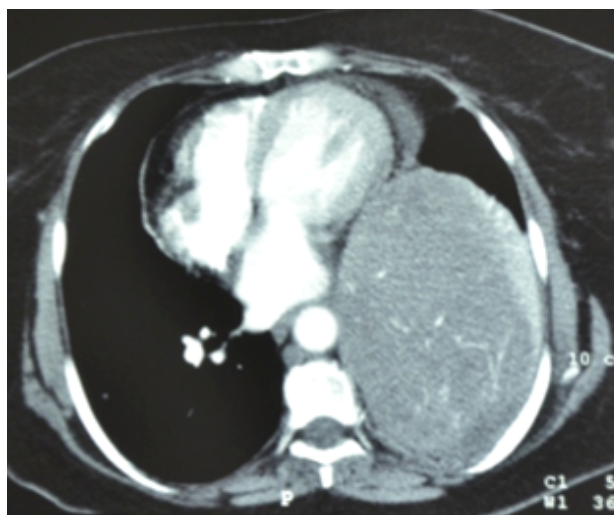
Tomografía Computada que muestra tumor encapsulado.
